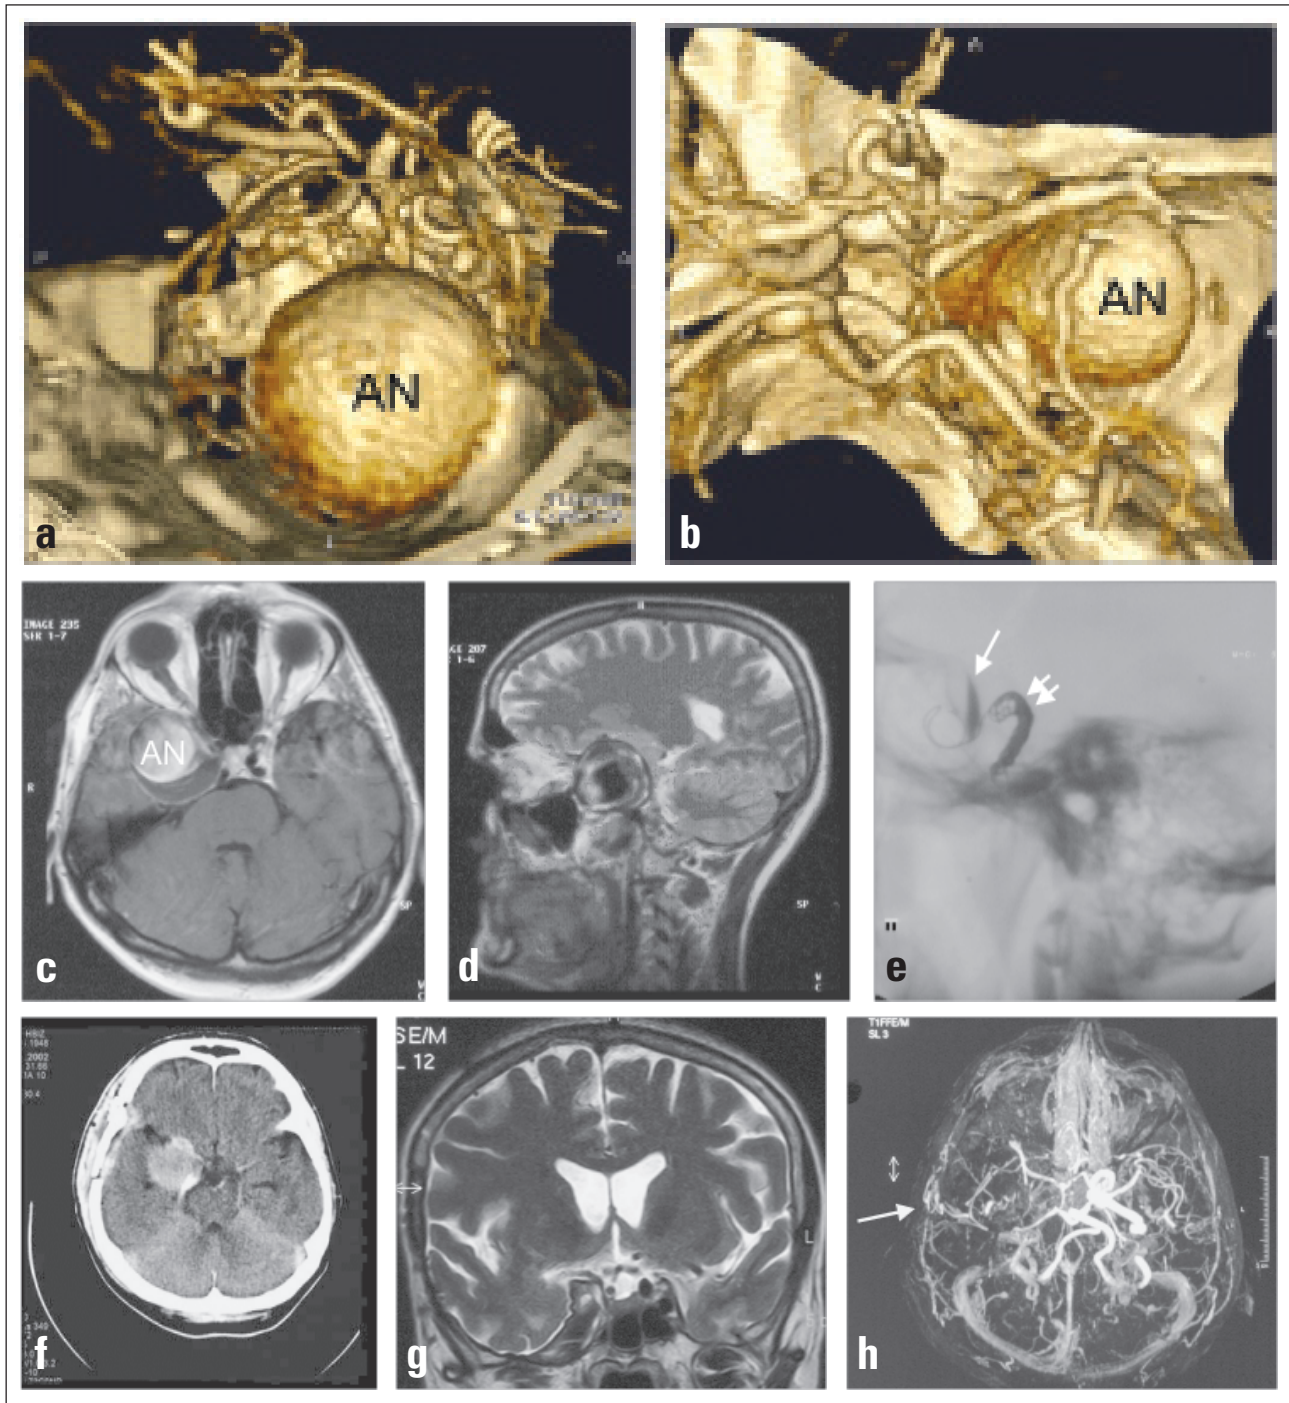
(a–d) CT-A- und MR-Darstellung eines teilthrombosierten verkalkten Riesenaneurysmas (AN) der kavernösen ACI rechts. (e) Nativ-Röntgen nach Coil-Okklusion der kavernösen ACI im aneurysmatragenden Segment. Kontrastmittelstase (Pfeil) im Aneurysma und die proximal davon gesetzten Coils (Doppelpfeile) sind zu sehen. (f) Nativ-CCT unmittelbar nach dem Eingriff zeigt die frisch thrombosierte Läsion. (g) Koronares MRT in T2-Gewichtung 2 Jahre nach Gefäßokklusion. Das Aneurysma ist nicht mehr nachweisbar. (h) Füllung des ACM-Territoriums via Anastomose (Pfeil) im MRA-Bild.
